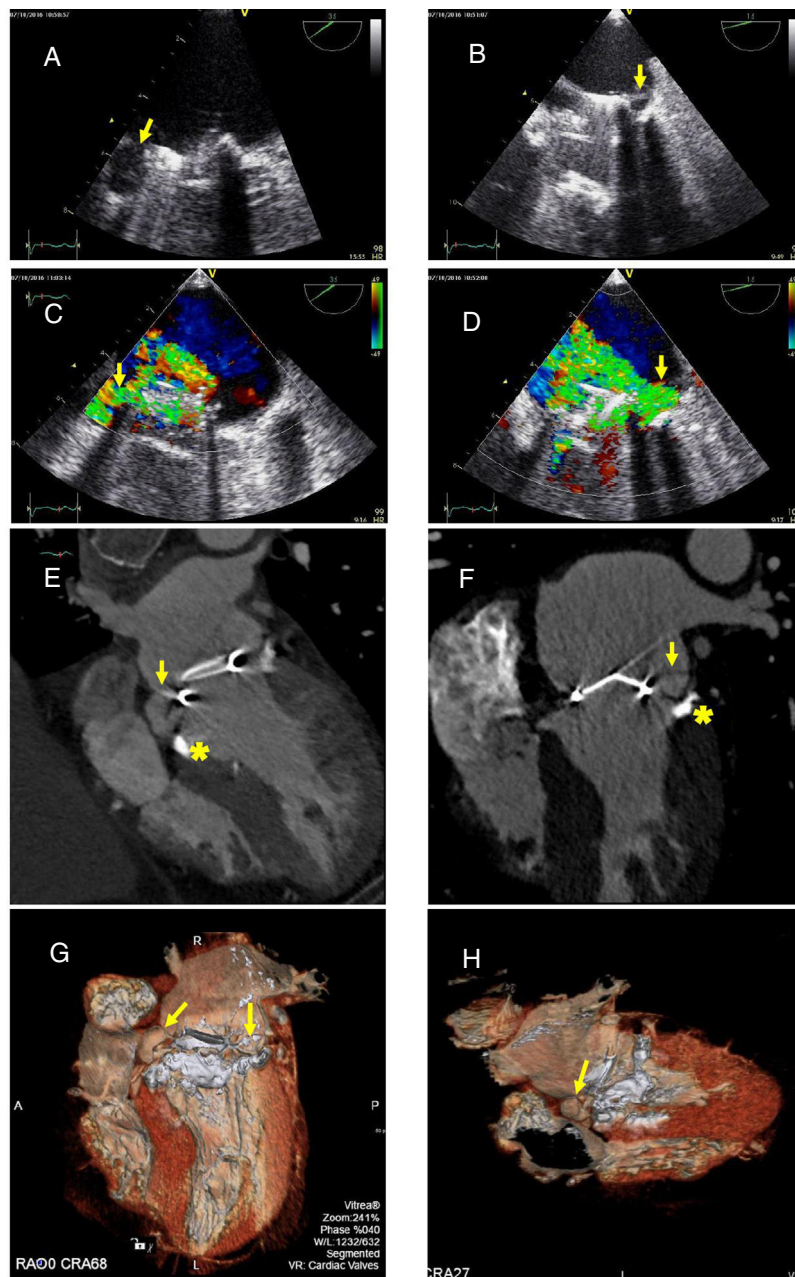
Panel A. El ETE muestra la presencia de dehiscencia periprotésica septal asociada a pseudoaneurisma del anillo mitral (flecha). Panel B. Dehiscencia lateral con una imagen de flap, compatible con disección auricular (flecha). Panel C. Mediante Doppler color se confirma la presencia de un chorro de regurgitación mitral asociado al pseudoaneurisma (flecha). Panel D. Doppler color que confirma un chorro de regurgitación asociado a disección de la pared auricular izquierda a nivel lateral (flecha). Panel E. En TCC se visualiza pseudoaneurisma del anillo mitral a nivel septal medio (flecha) y se encuentra calcificación extensa y circular del anillo mitral (asterisco). Panel F. Con TCC se confirma la presencia de disección de la pared auricular izquierda a nivel lateral (flecha) y la calcificación extensa y circular del anillo mitral (asterisco). Panel G. Imagen TCC 3D del pseudoaneurisma (flecha izquierda) y disección auricular (flecha derecha). Panel H. Imagen TCC 3D del pseudoaneurisma (flecha).
